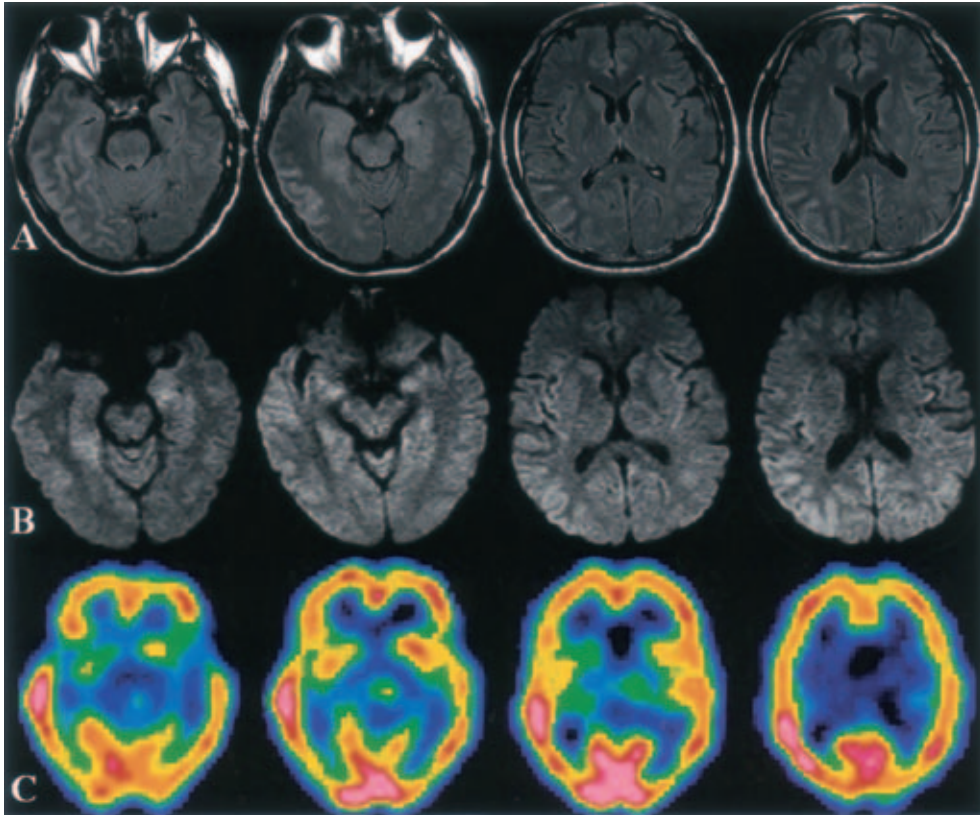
FLAIR-MRI (TR/TE=8,002/127) (A) and diffusion weighted MRI (TR/TE=10,000/66.4, b-factor=1,000) (B) on 6 days from admission demonstrated high intensity signals in the temporo-occipital cortices. 99m Tc-ECD SPECT (C) on the next day from admission indicated hyperperfusion in the temporo-occipital lobes.
